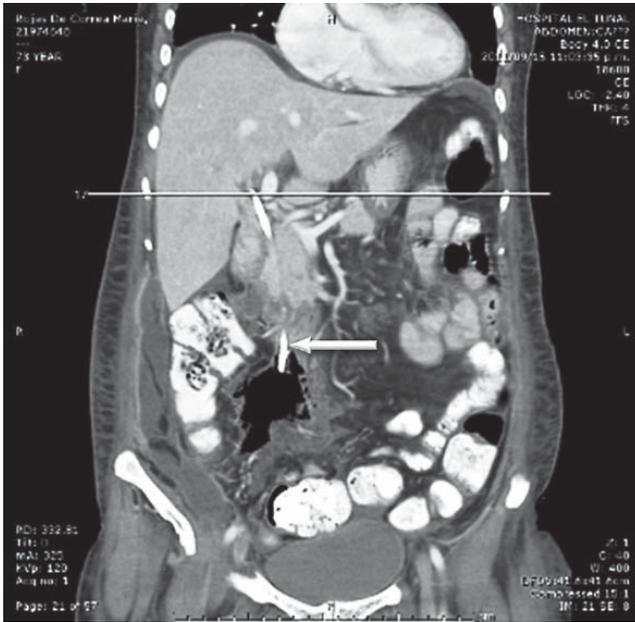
Imagen de TAC. Se observa (flecha) el stent biliar desplazado y perforando la pared duodenal contralateral.
